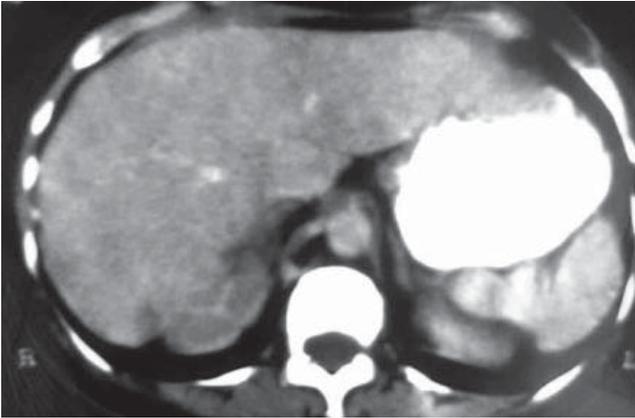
TAC de abdomen contrastado.
